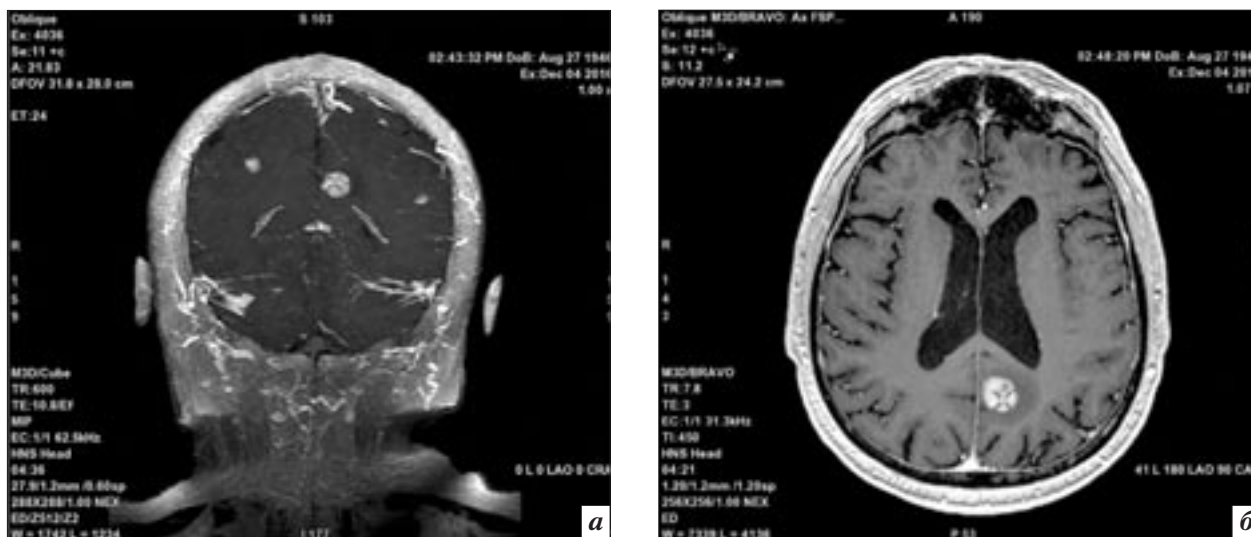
T1-взвешенные МР-томограммы головного мозга с внутривенным контрастным усилением (гадобутирол 7,5 мл), полученные до проведения CPX: *а* – проекция максимальной интенсивности в коронарной плоскости; *б* – T1 FSPGR (Fast Spoiled Gradient Echo) в аксиальной плоскости. На изображениях определяются очаги патологического повышения МР-сигнала округлой формы, соответствующие метастазам. По периферии очагов расположена зона сниженного МР-сигнала, не имеющая четких границ, соответствующая отеку
